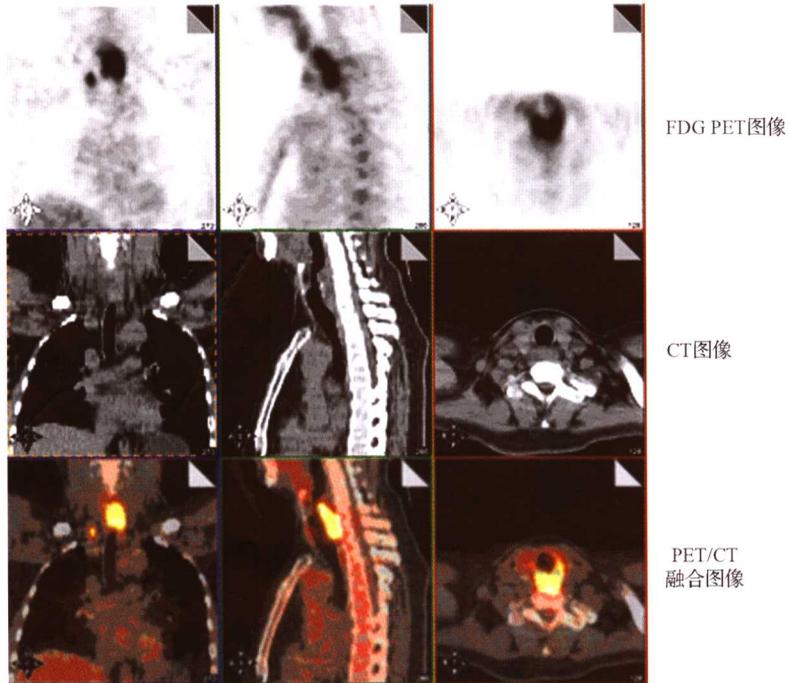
食管癌伴颈部淋巴结转移 PET/CT 图像
